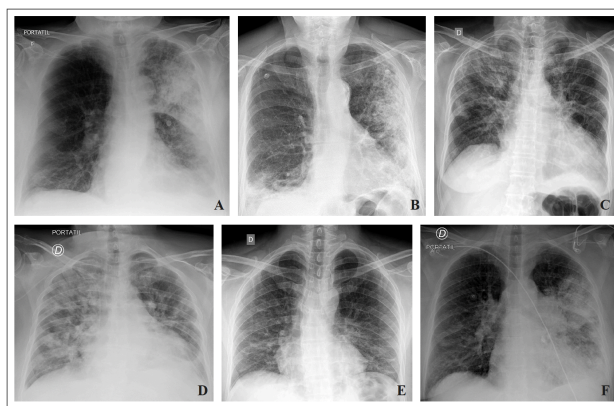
Radiografía de tórax de pacientes adultos inmunocompetentes hospitalizados por neumonía adquirida en la comunidad según el agente causal. A) Neumonía neumocócica; B) Neumonía por bacilos gram negativos; C) Neumonía por virus influenza; D) Neumonía por coronavirus SARS-CoV-2; E) Neumonía por *Chlamydia pneumoniae*; F) Neumonía por *Legionella pneumophila* [35]
